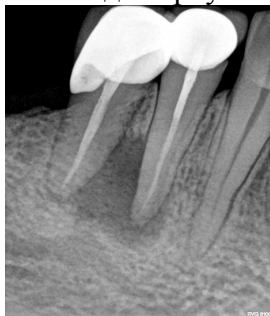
Диагностический рентген-снимок 4.4, 4.5
